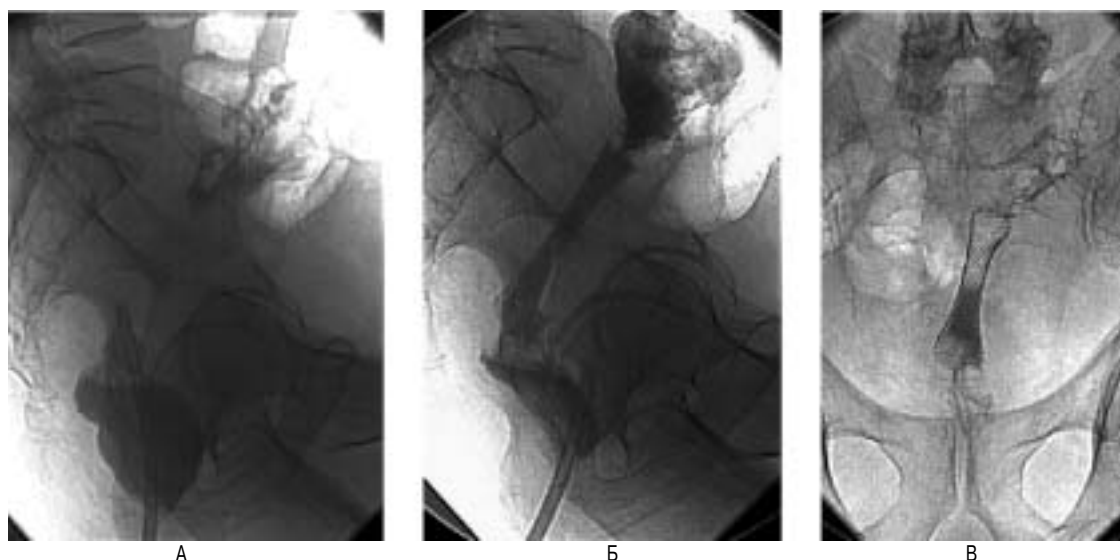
Больной А., 69 лет. Диагноз: распространенный неоперабельный рецидив рака прямой кишки. А – контрастная клизма. Боковая рентгенограмма – обтурированный опухолью просвет толстой кишки. Б – состояние после имплантации стента в область рецидива – проходимость кишки восстановлена. В – прямая рентгенограмма – имплантированный в просвет толстой кишки стент.
